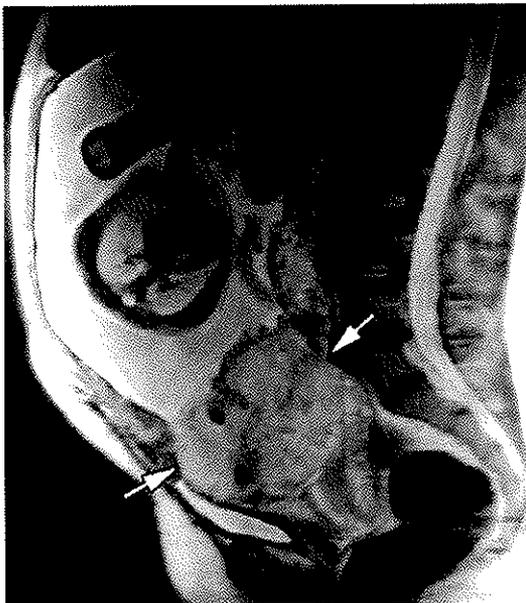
Placenta accreta à l'IRM (T2) (d'après Lax A et al. [21]).
